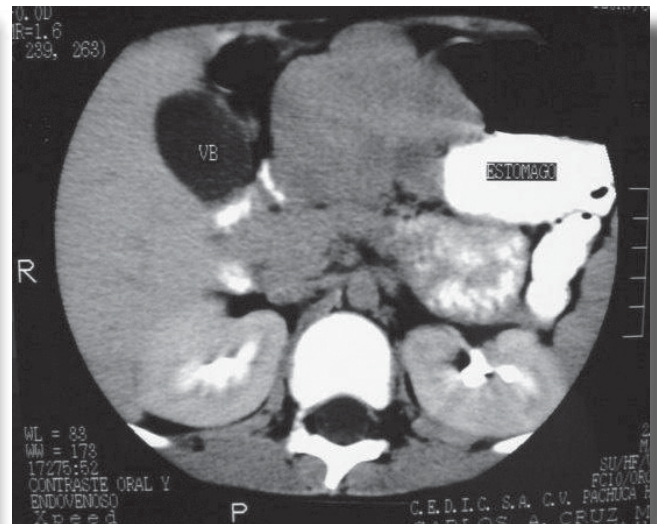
Tomografía axial computada de abdomen (TAC) con medio de contraste oral e intravenoso. Se observa tumor sólido intraperitoneal entre estómago e hígado, bien delimitado y circunscrito.
